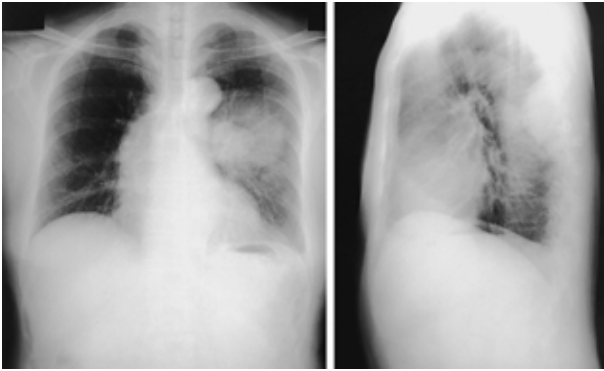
Chest X-ray films on admission (Patient 1) showing a large nodular shadow in the left lower lung field and a nodular shadow in the left hilum.
